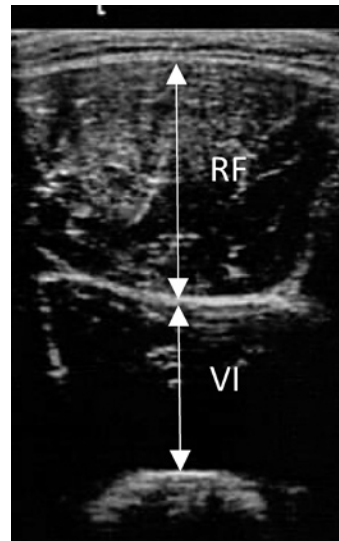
Typical example of cross-sectional ultrasonographic image on 50% thigh length. RF: Rectus femoris, VI: Vastus intermedialis.
